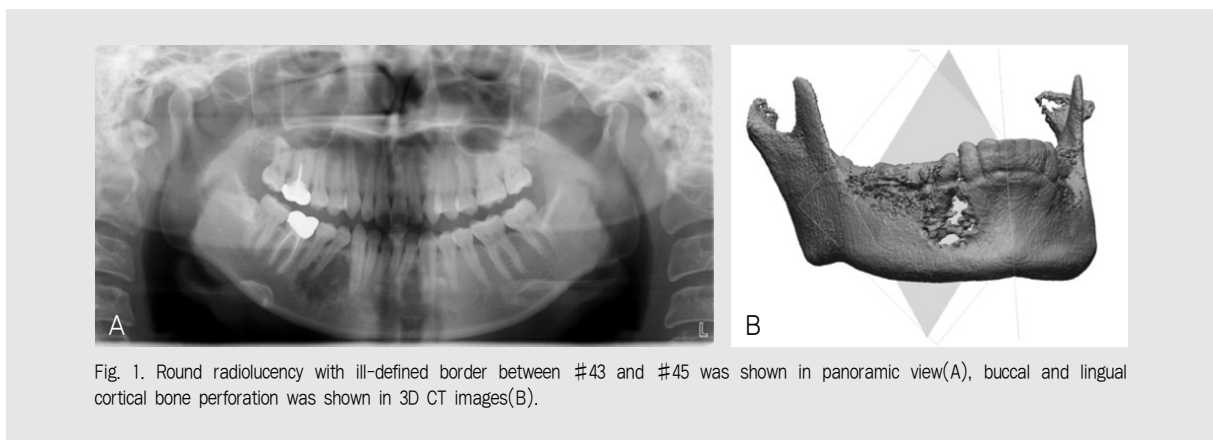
Round radiolucency with ill-defined border between #43 and #45 was shown in panoramic view(A), buccal and lingual cortical bone perforation was shown in 3D CT images(B).
